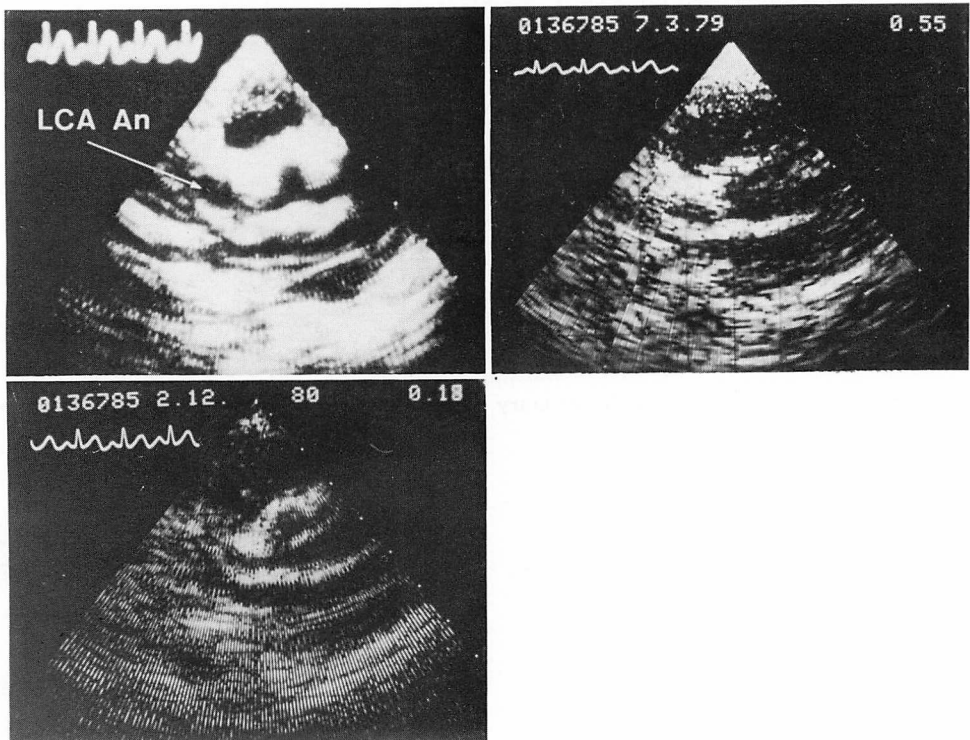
Serial two-dimensional echocardiograms from a case of MCLS with an aneurysm in the left coronary artery (2-year-old male).
